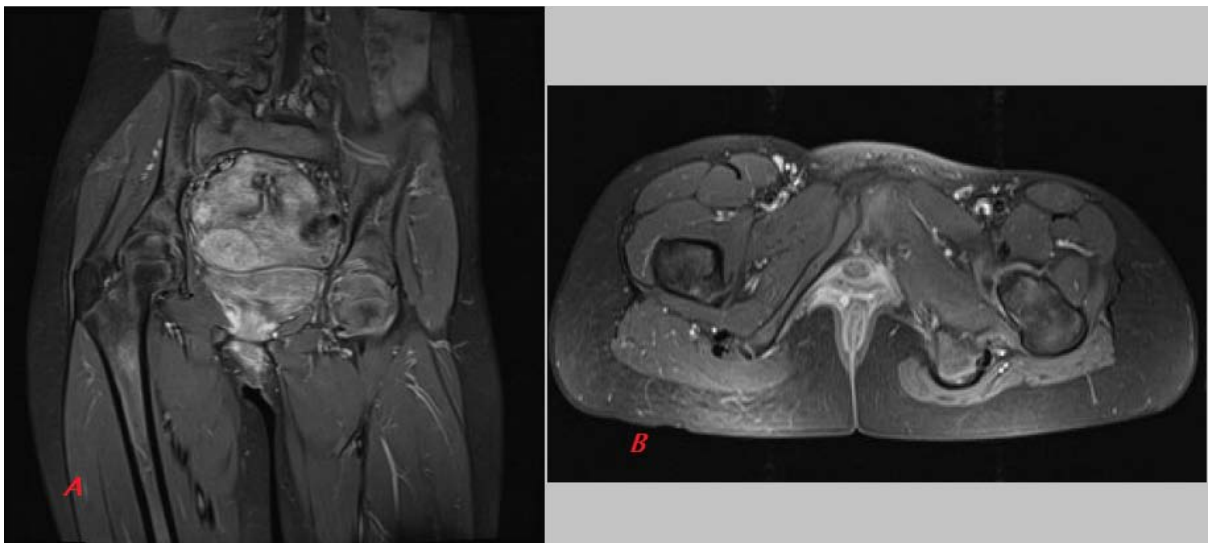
A) IRM de la hanche coupe sagittale en pondération T1, graisse saturée montrant un œdème de la moelle osseuse au centre des deux têtes fémorales avec une perte du cartilage articulaire (plus marqué à gauche) avec un épaissement synovial. B) Coupe axiale du même patient montrant une atrophie musculaire de la région fessière gauche [81].
